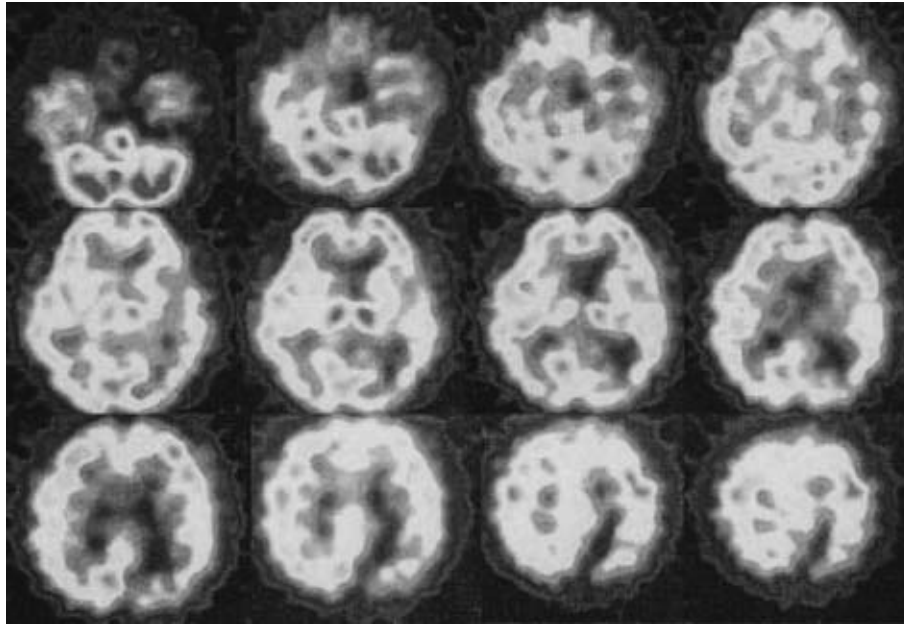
Hypo-perfusion in the whole brain, particularly in the left temporal and parietal regions, was visible on  $^{123}\text{I}$ -IMP SPECT images.
